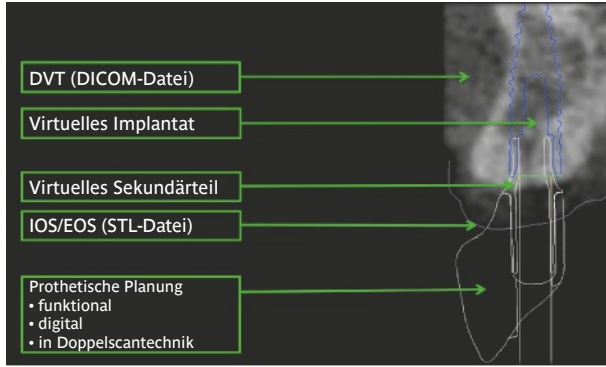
Digitaler Datensatz zur Planung implantatgetragener Prothetik. DVT: Digitale Volumetomografie. DICOM: Digital Imaging and Communications in Medicine. IOS: Intraoralscanner. EOS: Extraoralscanner. STL: Standard Tessellation Language (früher Stereolithografie).
